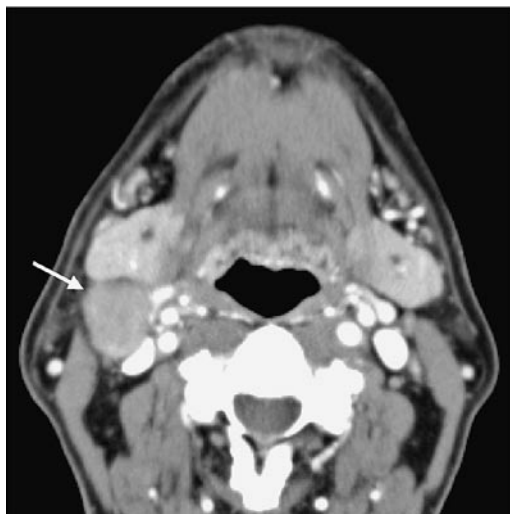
(左) : 造影 CT ; リンパ節は短径 10mm を越え腫大しているが, 低濃度域は認められない
